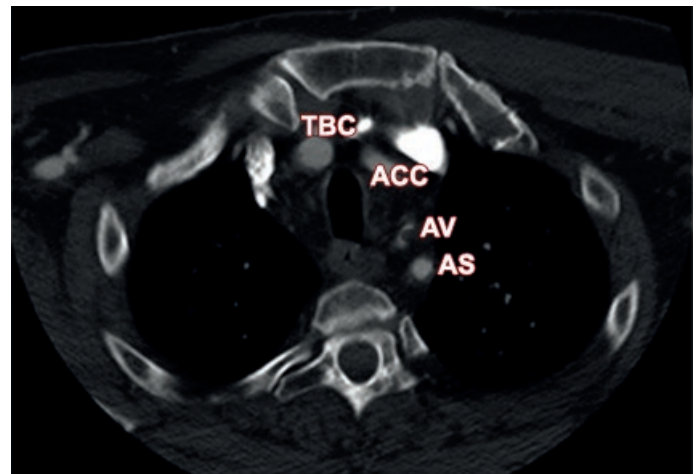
Imagen axial de Angio Tomografía Computada a nivel de ramas del arco aórtico: tronco braquiocefálico (TBC), arteria carótida común izquierda (ACC), arteria vertebral (AV) y arteria subclavia izquierda (ASI)
